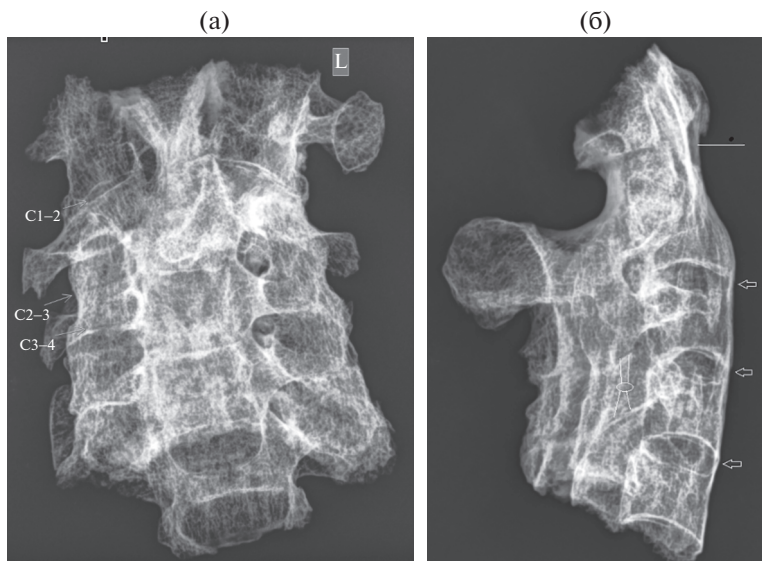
Рентгенография шейного отдела позвоночника (ШОП) в прямой проекции. Сужение щелей, нечеткость и неровность контуров суставных краев фасеточных суставов (стрелки C2-3 и C3-4). Деформация и неравномерное сужение суставных щелей обоих атлантоосевых суставов (стрелка C1-2). Груботрабекулярная деформация костного рисунка междужковых и желтых связок по бокам и кзади от тел позвонков (а). Рентгенография ШОП в боковой проекции. Горизонтальные стрелки – тонкие мостики по краю диска. Одинарный линейный указатель – окостеневшая связка между передним бугорком C1 и основанием зуба C2. Четырехвекторный линейный указатель – сужение щелей и нечеткость контуров фасеточных суставов C3-4-5 (б).
